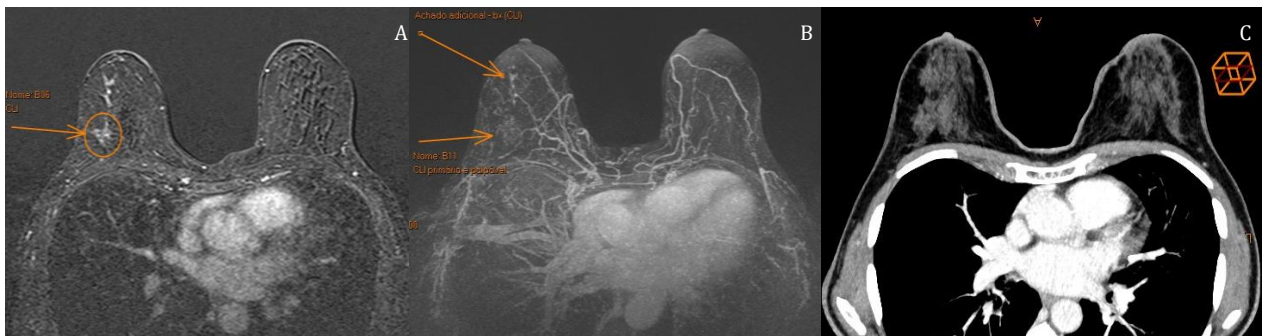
Paciente com carcinoma lobular invasivo multicêntrico na mama direita. A RM de mama (A e B) identificou o tumor principal (seta em A) e uma lesão adicional na mesma mama (seta anterior em B), não identificadas na TCMD pós-contraste (C).
